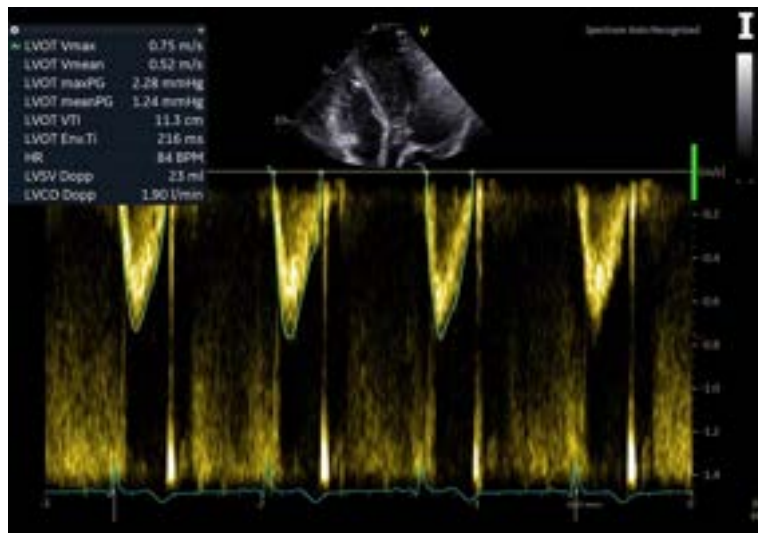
Doppler pulsé au niveau de l’anneau aortique. Estimation du débit cardiaque à l’aide de l’intégrale temps-vitesse de l’éjection aortique (LVOT VTI).
